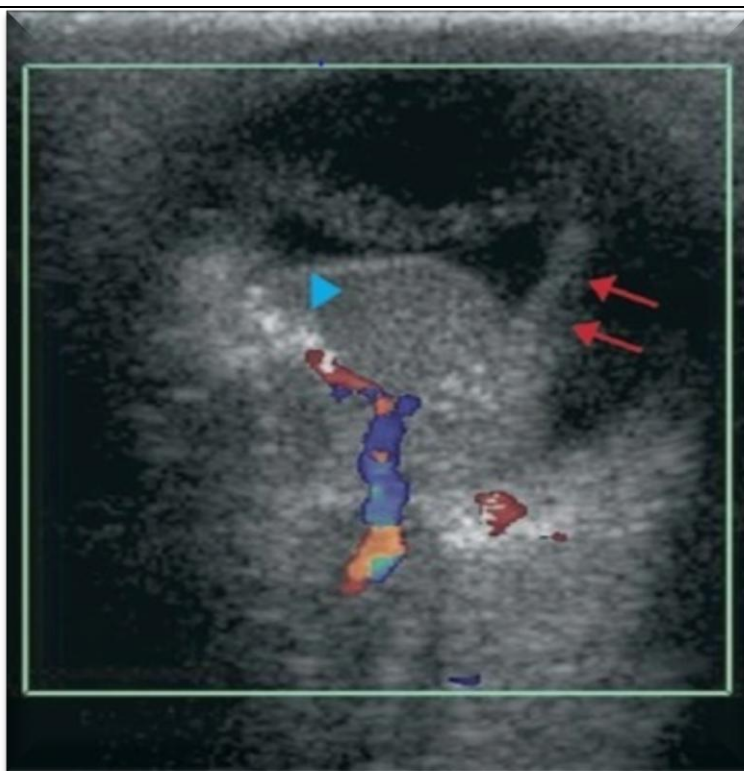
échographie oculaire avec doppler montrant en coupe axiale un rétinoblastome endophytique. La masse est située en avant du décollement de rétine (flèche), ce qui traduit son caractère endophytique. Elle est moyennement échogène, vascularisée, et contient des fines calcifications punctiformes hyperéchogènes (tête de flèche) [75].
